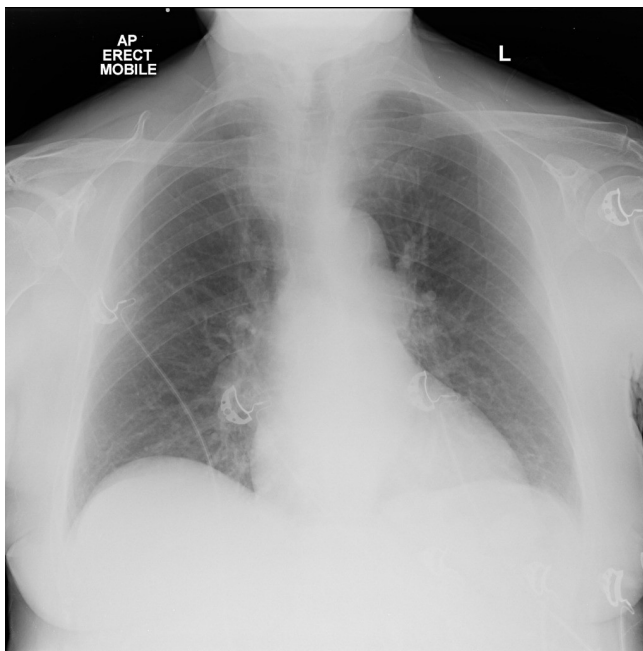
Nesta radiografia não é possível ver a coluna, logo ela está pouco penetrada e simulando infiltrado intersticial bilateral. Comparando com as imagens acima, observa-se também como o resto do arcabouço ósseo está menos visível.
